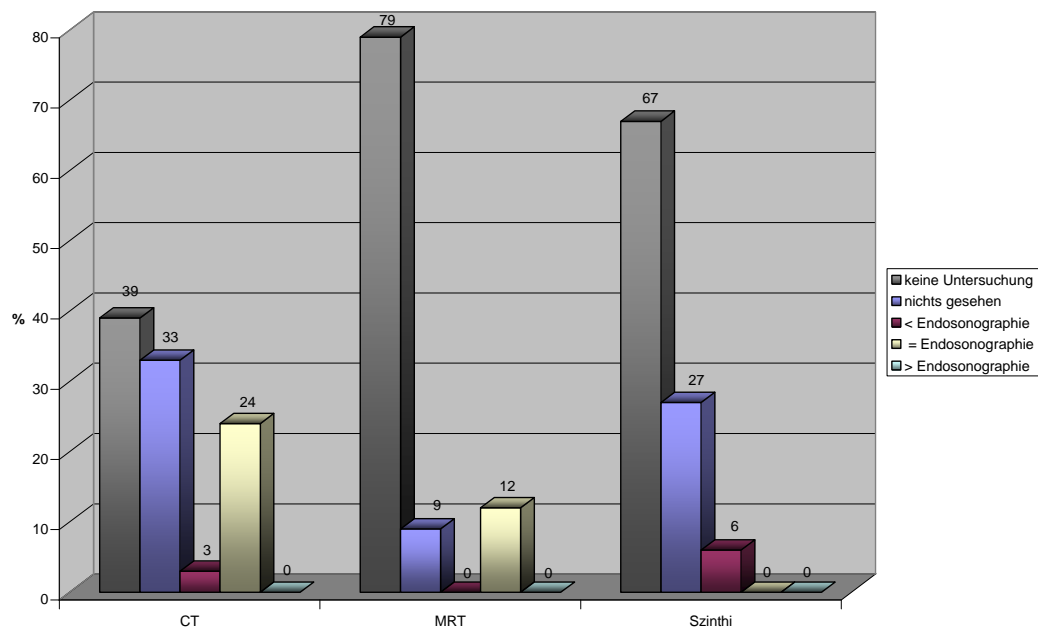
Übersicht Endosonographie vs. andere Diagnostik
